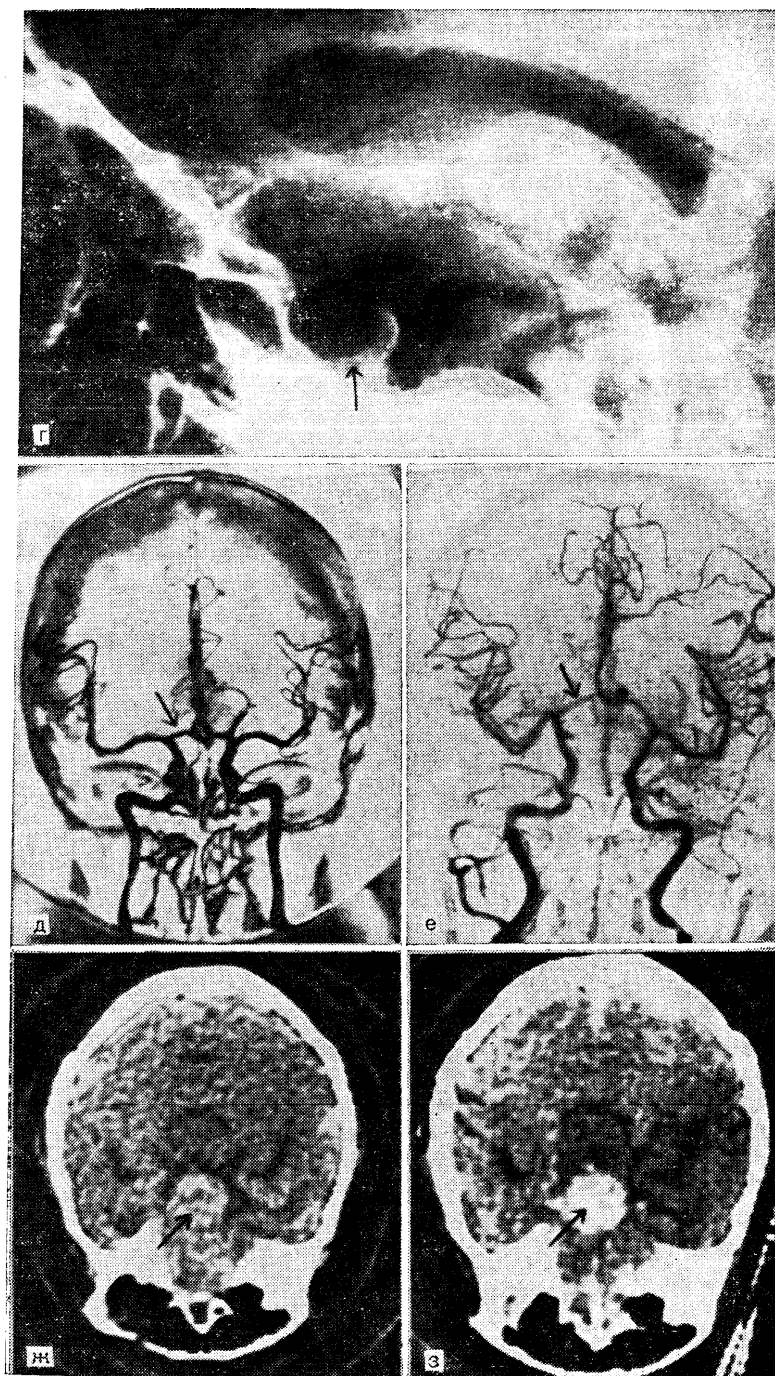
Методики нейрорентгенологического исследования, применяемые для оценки патологии гипофиза. а — (расширенное турецкое седло с разрушенным дном и спинкой у больного с СТГ-секретирующей опухолью. Видны также увеличенные размеры синусов; б — латеральная томограмма турецкого седла, на которой видна локальная эрозия передней части дна (стрелка) у
